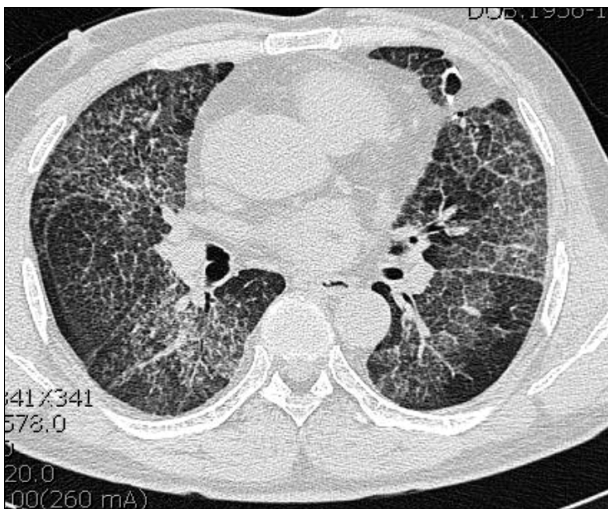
After 4 times of sequential whole-lung lavage, chest CT demonstrates decreasing bilateral patchy consolidation with reticulations in both lung fields.
